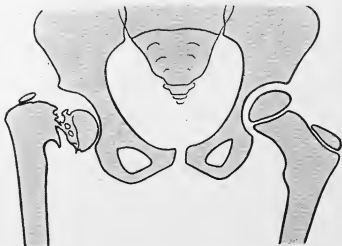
Coxa vara congénitale plus accentuée. Mêmes remarques que fig 1. La fermeture de l'angle cervico-diaphysaire est plus prononcée. Cas *Scen...* Thérèse, 6 ans et demi, radiographie du 29-12-1920.
